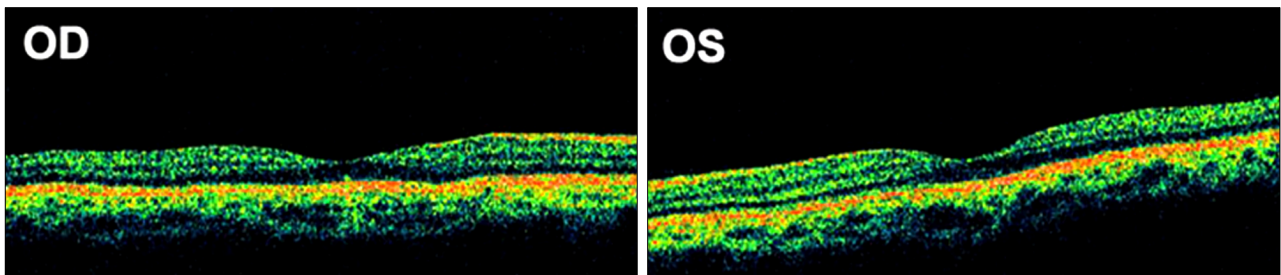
Optical coherence tomography (OCT). Macular OCT are normal in both eyes.
